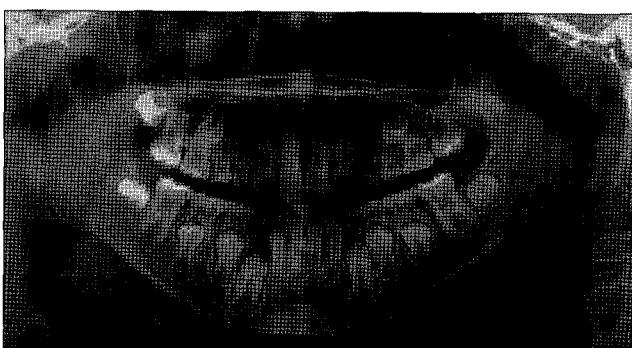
Radiographic views.
